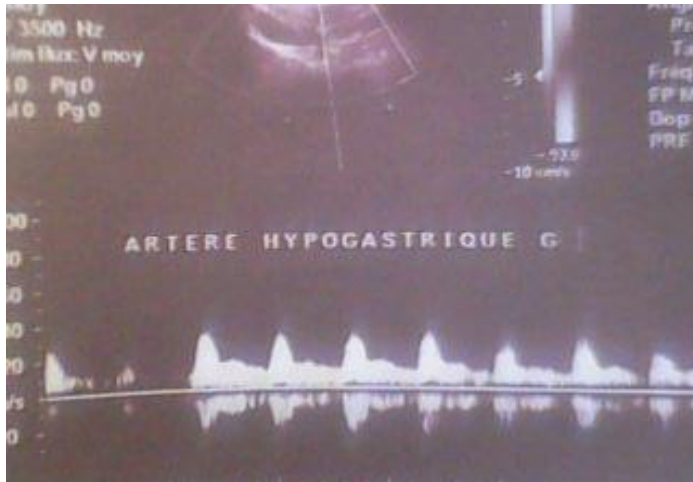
Aspect doppler avant ligature bilatérale des hypogastriques
